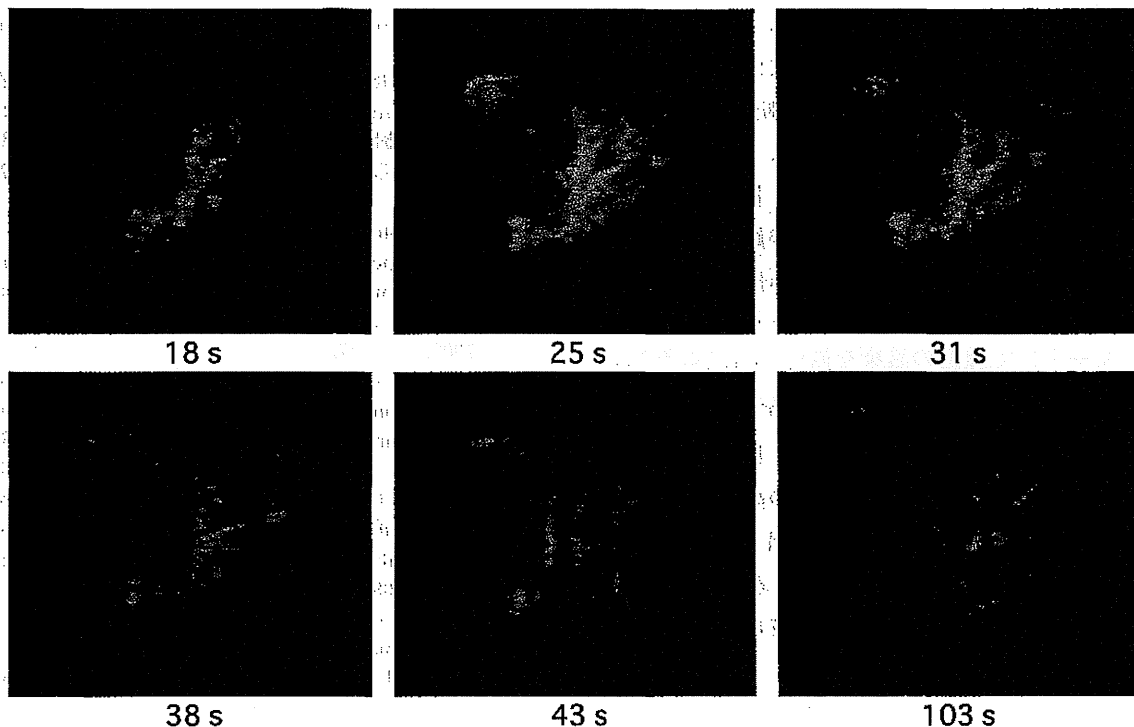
CHA mode of Sonazoid<sup>®</sup>-enhanced ultrasonography showed enhanced color flow signals and more color flow into and around the tumor 15-60 seconds after injection of Sonazoid<sup>®</sup>. Tumor vessels were very clear and detected more peripherally compared with power Doppler sonography and B-flow color. The number in the figure is the time after injection of Sonazoid<sup>®</sup>
